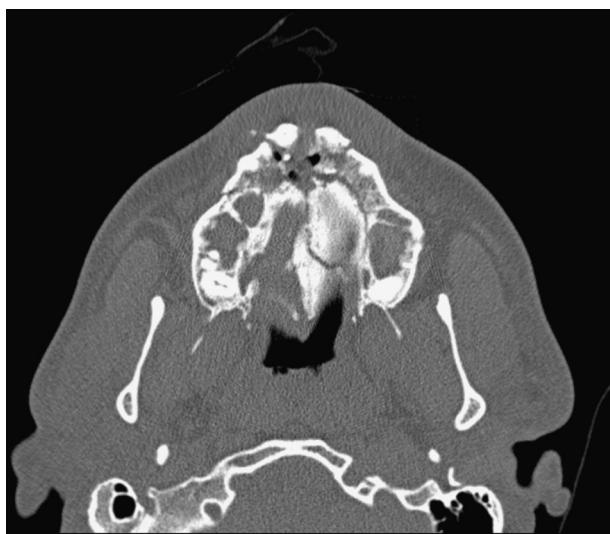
Corte axial de TAC cervicofacial; se aprecia fractura conminuta a nivel anterior del maxilar superior, con pérdida de piezas dentarias y ocupación de ambos senos maxilares.
